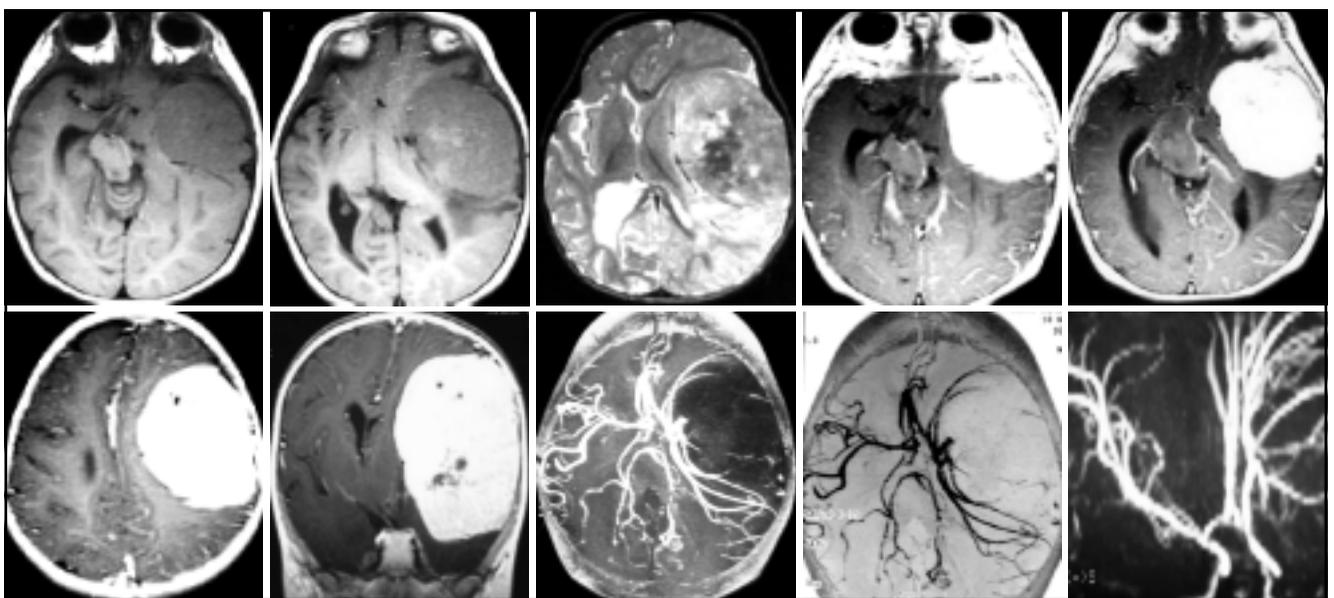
IRM: lesión frotoparietotemporal izquierda que desplaza la línea media y comprime el ventrículo homolateral. Presenta captación de contraste. Angiografía: sin blush tumoral. Desplazamiento de los vasos
